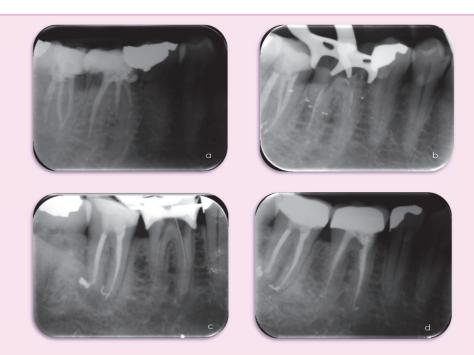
A. Radiografía periapical inicial, en la cual se observa instrumentación deficiente de los conductos mesiales, como consecuencia de un obstáculo compatible con un fragmento de lima. B. Radiografía intraoperatoria, una vez eliminada la restauración coronal y expuesto el fragmento de lima fracturado en el conducto mesiovestibular. C. Radiografía final con los conductos retratados y obturados. D. Control radiológico a los 6 meses confirmando el éxito del tratamiento.
